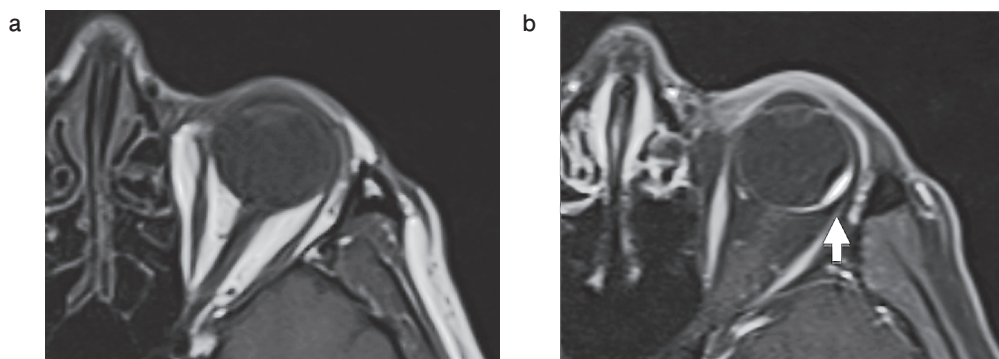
眼窩MRI (T1強調像：a：造影前，b：造影後)
